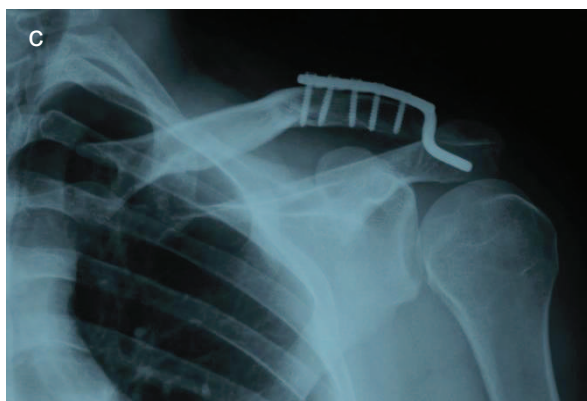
c: Röntgenaufnahme des gleichen Patienten nach Versorgung mit Hakenplatten-osteosynthese. Es zeigt sich eine regelrechte Lage der Hakenplatte.
